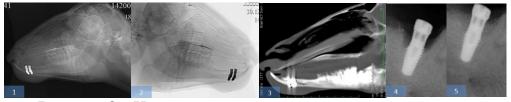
На этапах рентгенологического исследования
